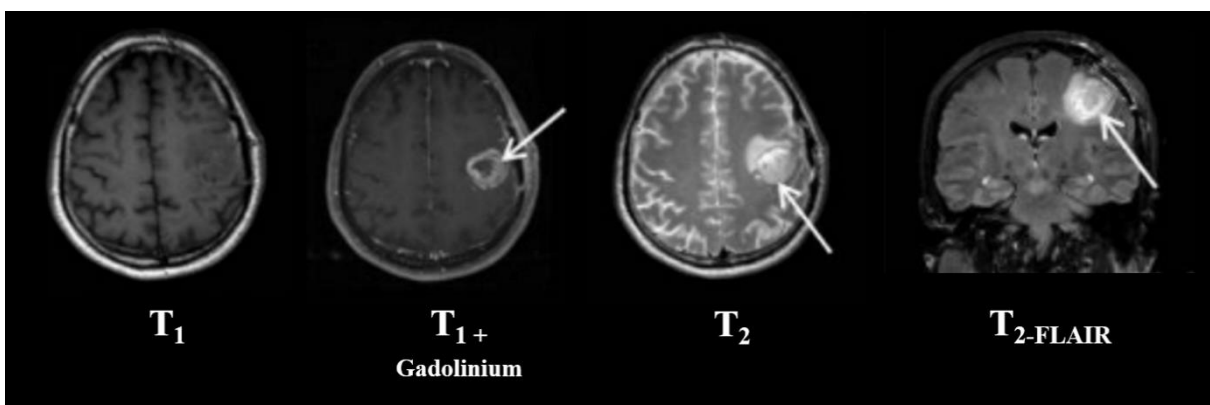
Séquences conventionnelles en IRM dans l'imagerie d'un GBM [50].
